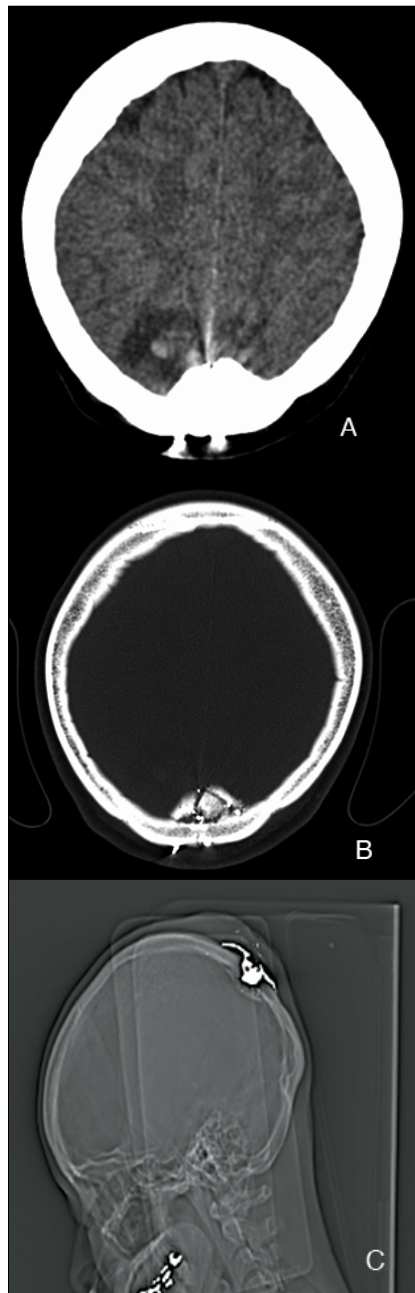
A,B,C. TAC cerebral con ventana ósea que evidencia herida por arma de fuego en región parietal posterior medial y fractura adyacente. Se observan contusiones occipitales bilaterales.
